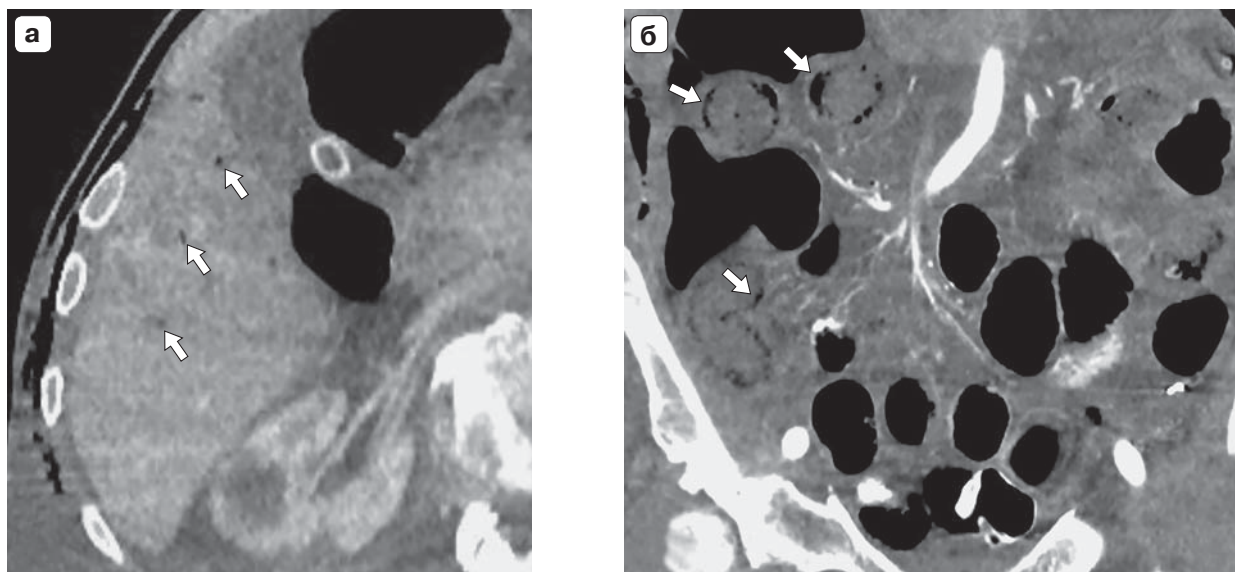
Пациент Р., 76 лет. Компьютерная томограмма брюшной полости. а – венозная фаза, аксиальная проекция. Газ в правой доле печени (белые стрелки); б – артериальная фаза, коронарная проекция. Визуализируются пузырьки газа в стенках тонкой кишки (белые стрелки).
